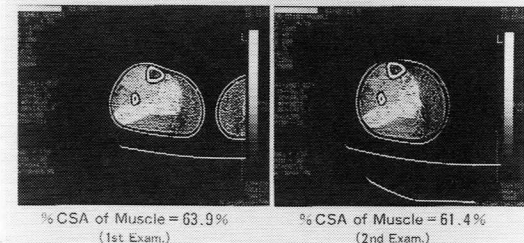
下腿、大腿各筋の CT 値 (HU)、筋の%断面積 (%), 脂肪の%断面積 (%) の一年間の推移
